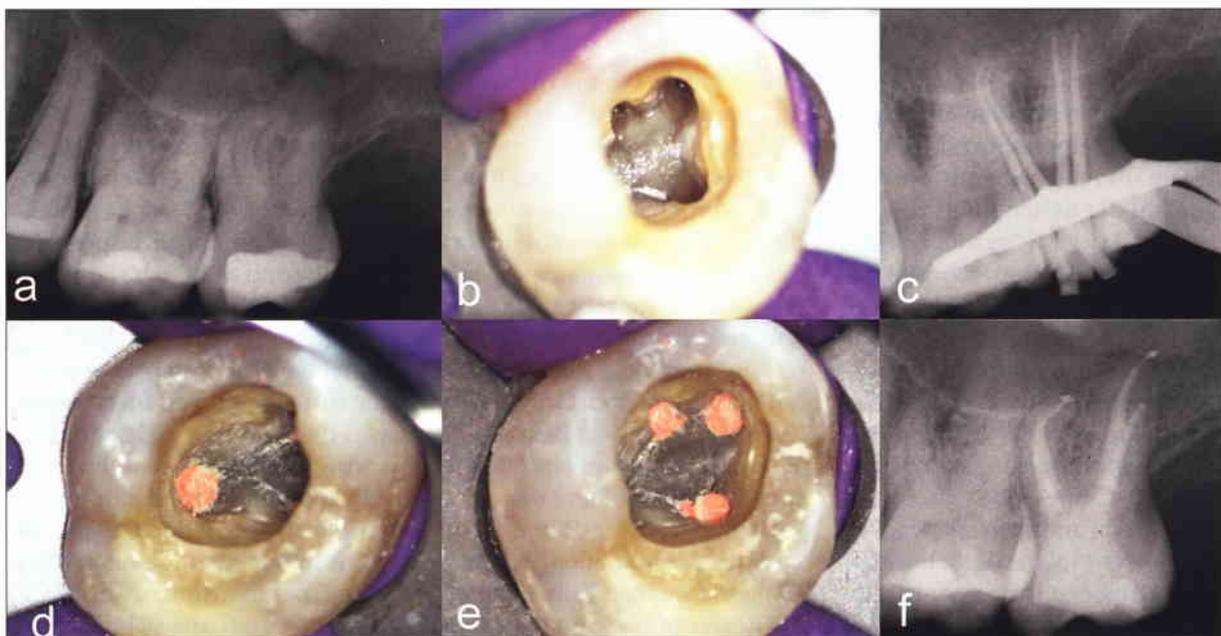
Im Ausgangsröntgenbild (a) ist die gekrümmte mesiobukale Wurzel an Zahn 27 erkennbar. Nach Darstellung der beiden mesiobuccalen, distobuccalen (b) und palatinalen Kanaleingänge wird in der Masterpoint-Kontrolle (c) die formgetreue Aufbereitung durch die verwendeten Nickel-Titan-Instrumente deutlich. Nach Wurzelkanalfüllung (d, e) ist das suffizient gefüllte Kanalsystem zu erkennen (f).
